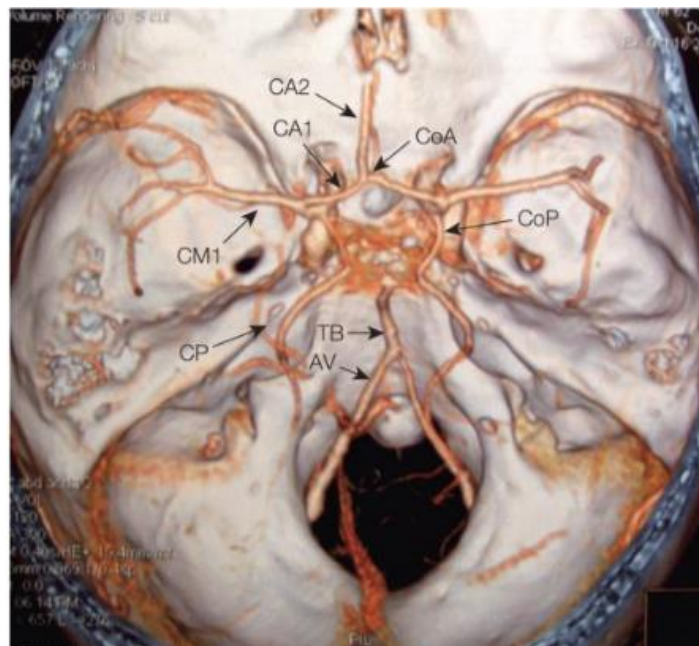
Angio-TC mostrando Polígono de Willis y principales arterias cerebrales. AV, arteria vertebral; CA1, primer segmento de la arteria cerebral anterior; CA2, segundo segmento de la arteria cerebral anterior; CM1, primer segmento de la arteria cerebral media; CoA, comunicante anterior; CoP, comunicante posterior; CP, cerebral posterior; TB, tronco basilar. Tomado de Zarranz, J. (2013). *Neurología*. España: ELSEVIER. Pág. 305.
